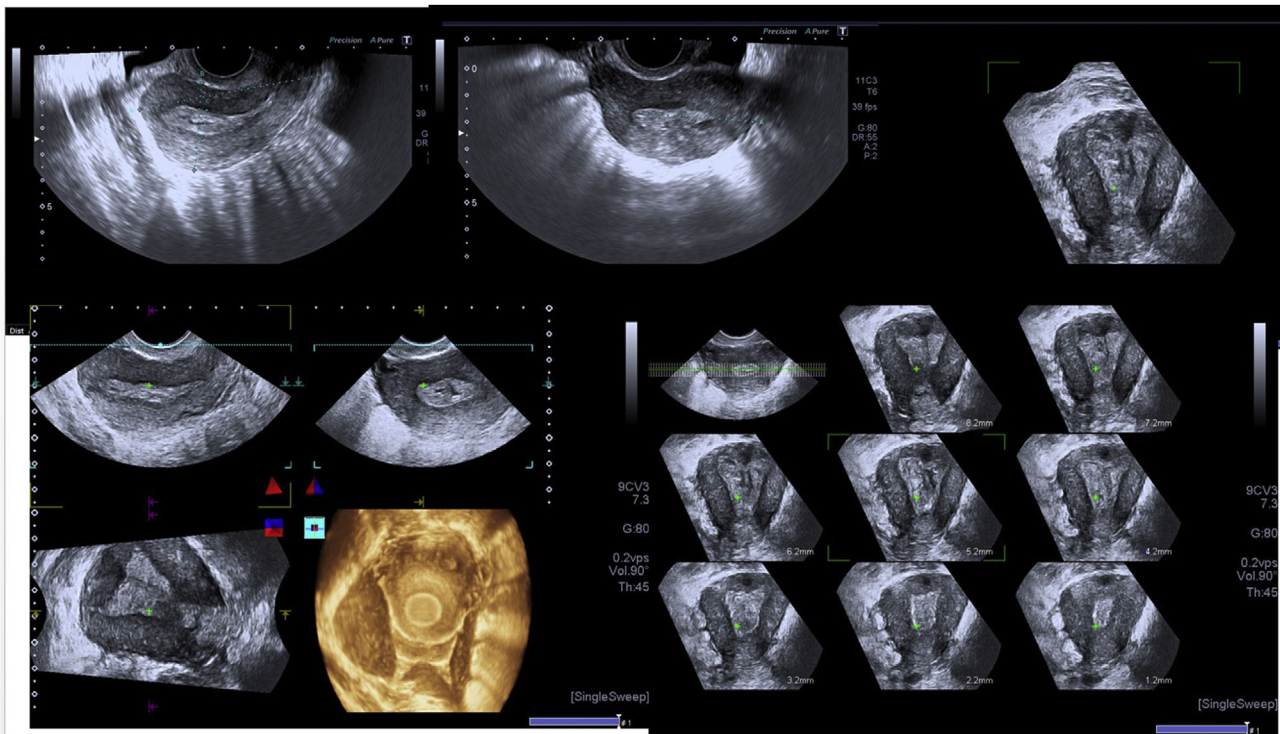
Ecografía transrectal en 3 D del caso 3.
